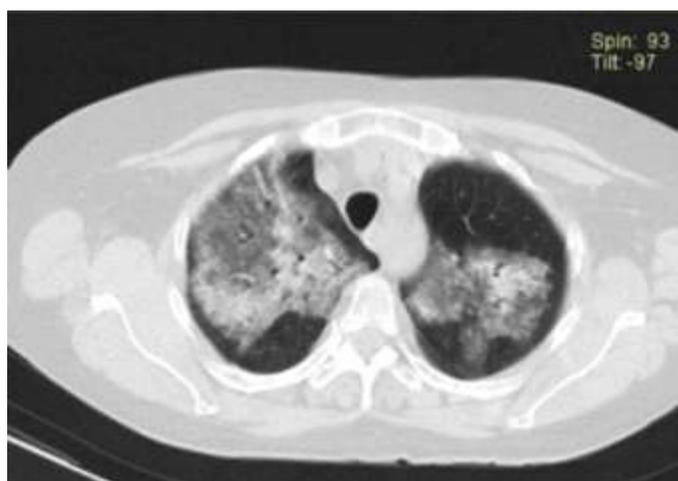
TC tórax, corte axial, hiperdensidad heterogénea bilateral en segmentos mediales
